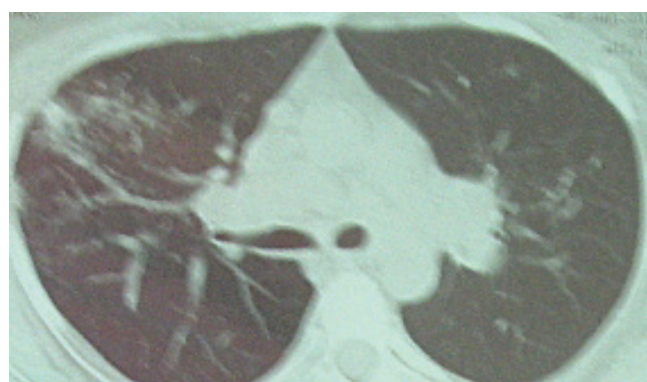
КТ больной с СЛ. Феномен «матового стекла»
